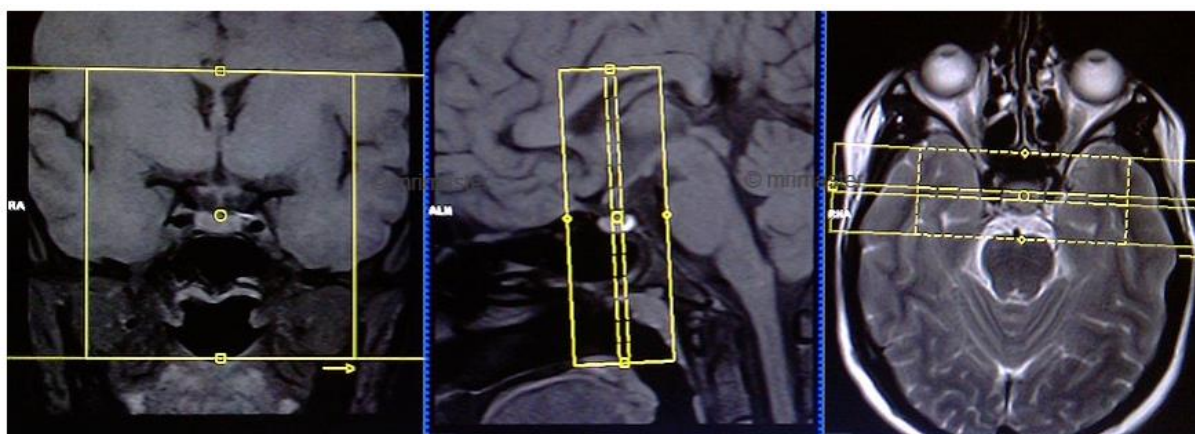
Planejamento da sequência coronal da hipófise. Fonte: MRI Master.
